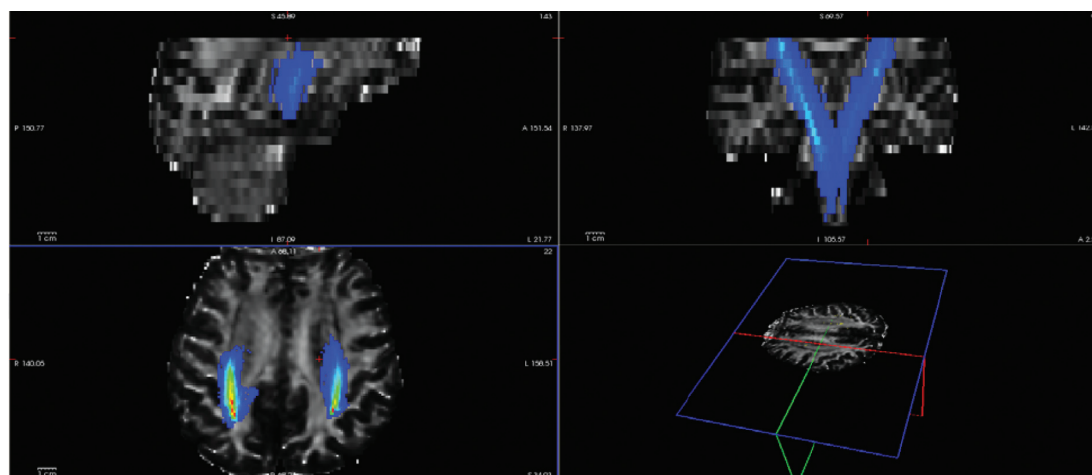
Ход кортикоспинального тракта (corticospinal tract) по данным МРТ
